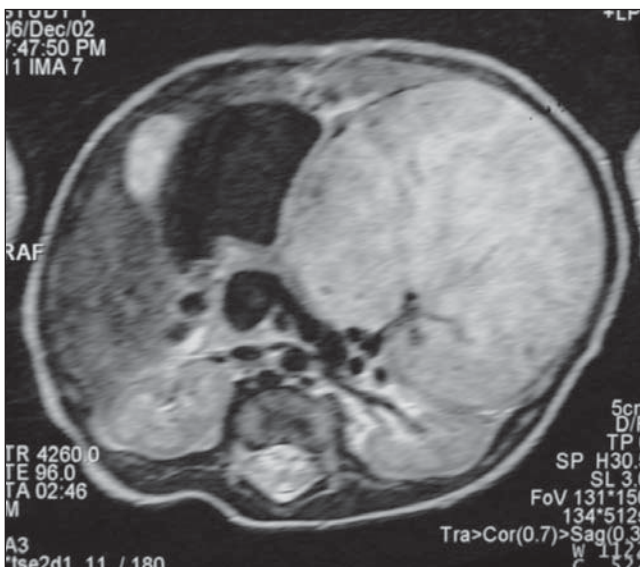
Ressonância magnética, seqüência ponderada em T2.
